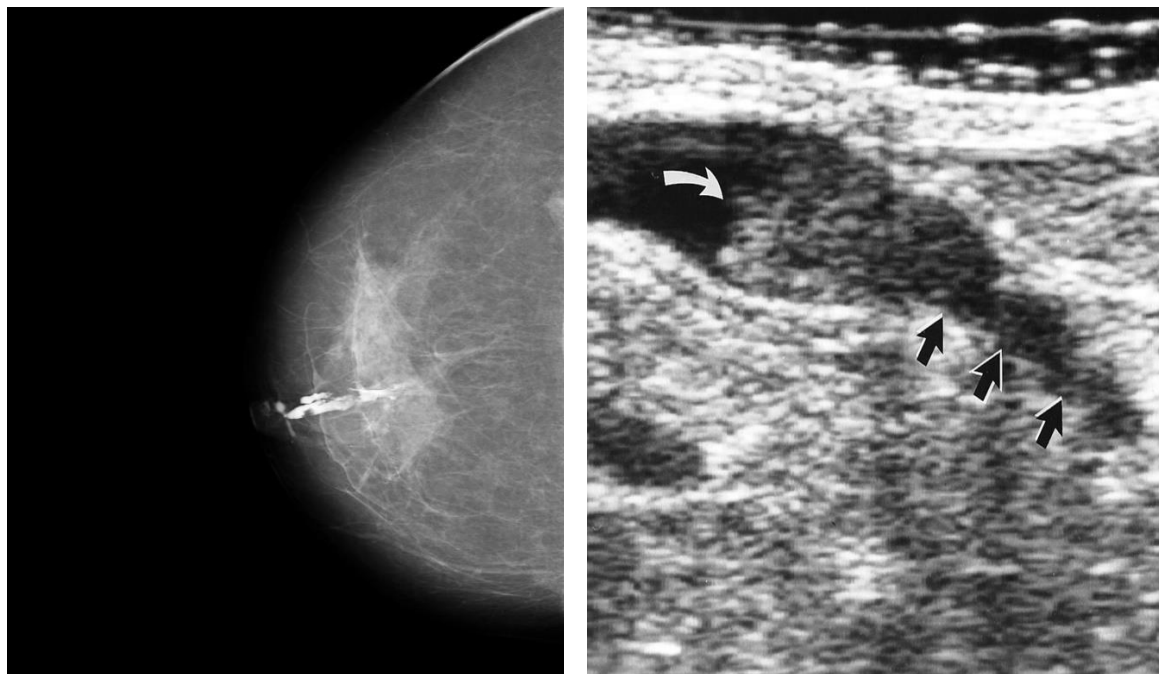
A) Image mammographique B) image échographique du papillome intra canalaire papillome intra canalaire solitaire
